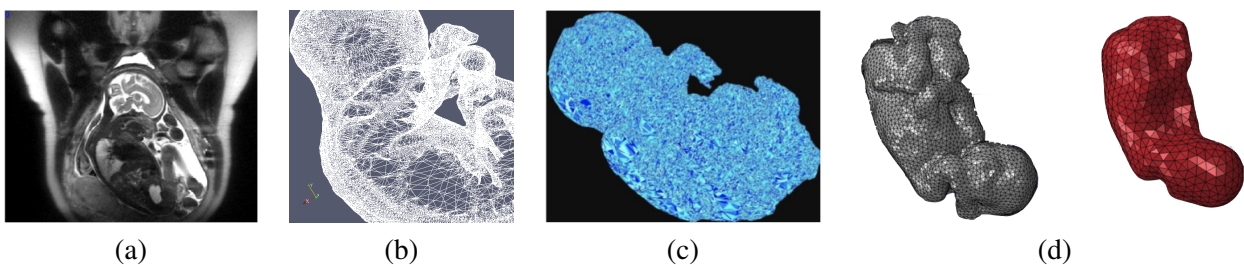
(a) Image IRM d'une femme enceinte permettant la création du maillage surfacique (b) et du maillage volumique (c) du fœtus. (d) Maillage surfacique du fœtus avant et après sa simplification passant de 21 500 à 2 800 sommets.
